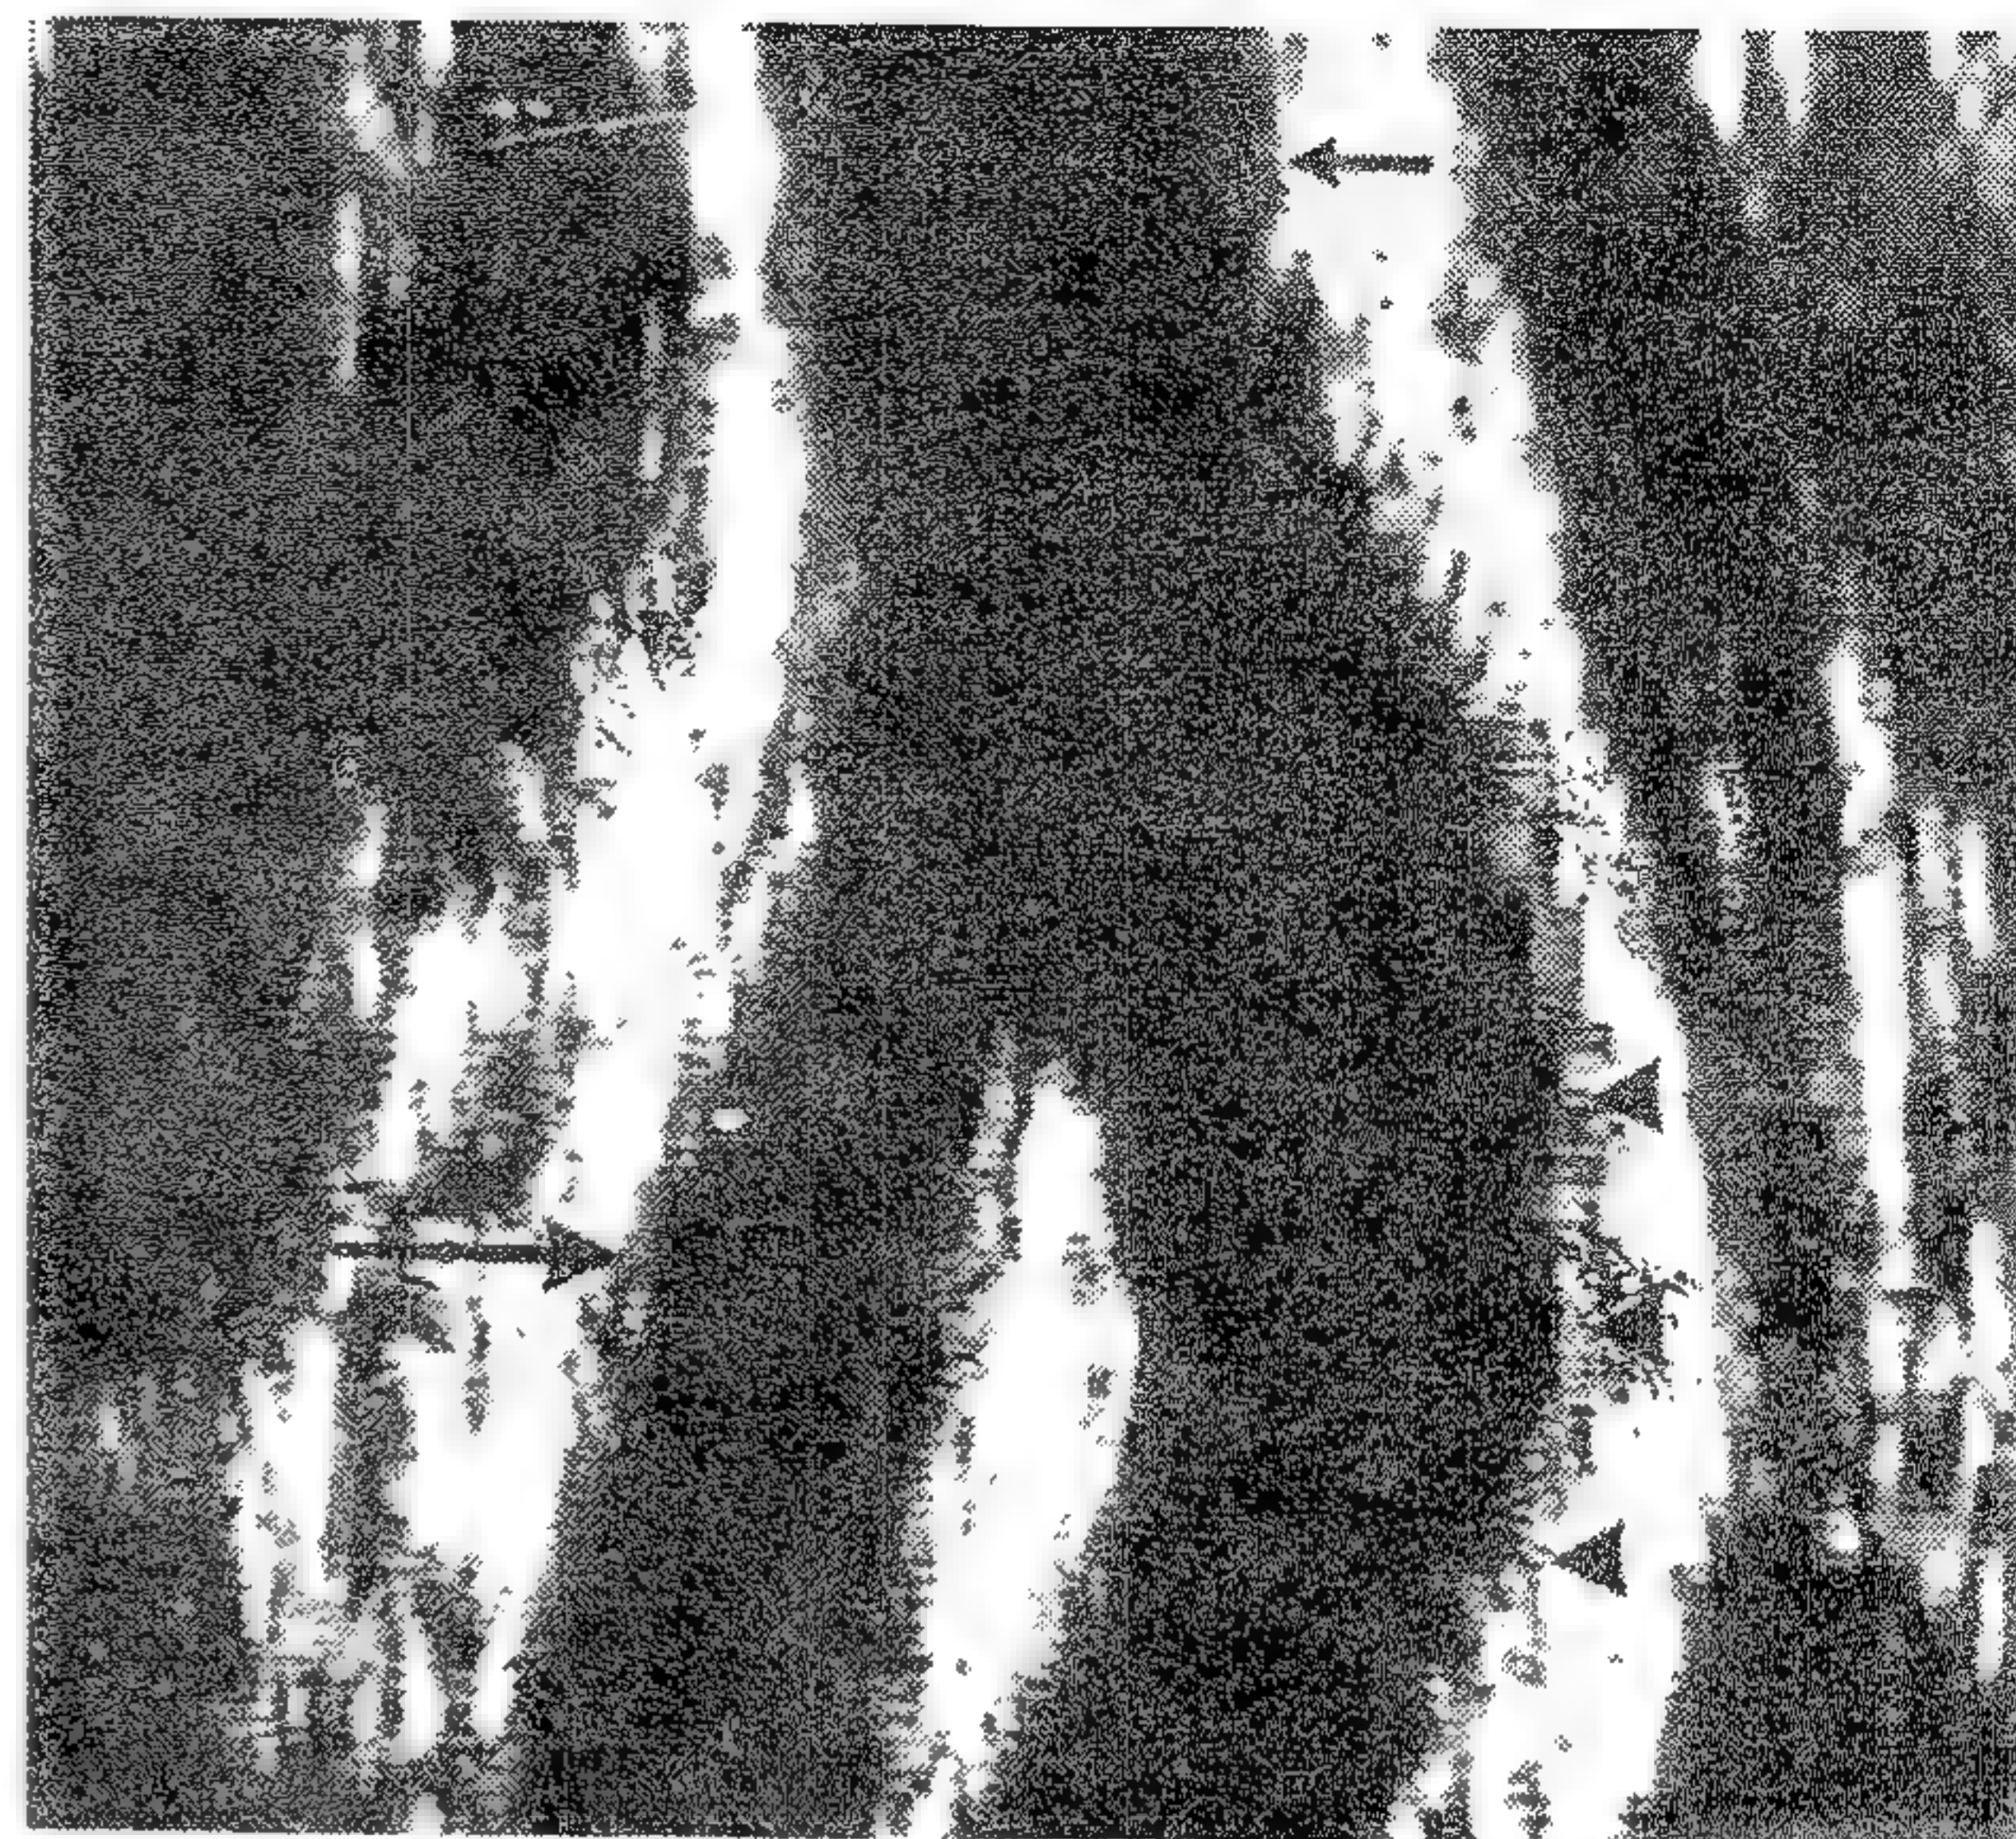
Ultrasonografie în timp real (imaginea laterală) a unei bifurcații carotidiene normale. Artera carotidă comună (săgeată scurtă cu coadă) se bifurcă în arterele carotidă internă (săgeți fără coadă) și externă (săgeată mare). (Reproducere cu bunăvoința Dr. Pierre-Jean Touboul).
